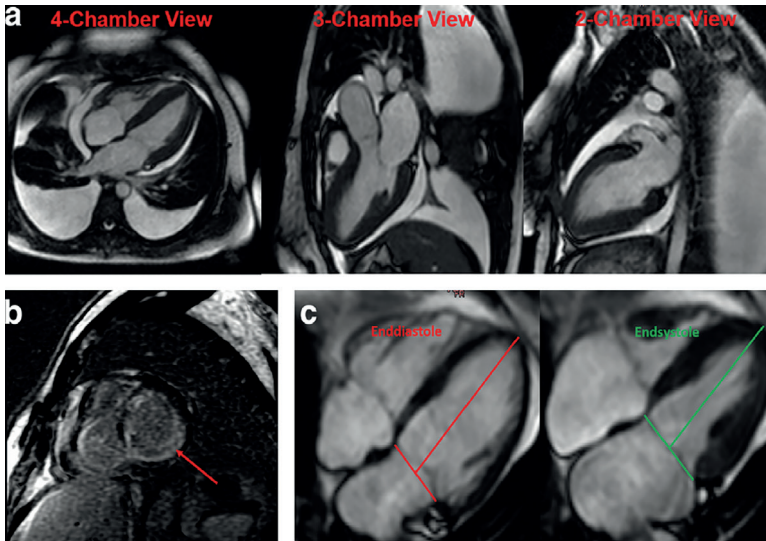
Оценка ФВЛЖ с помощью МРТ сердца
